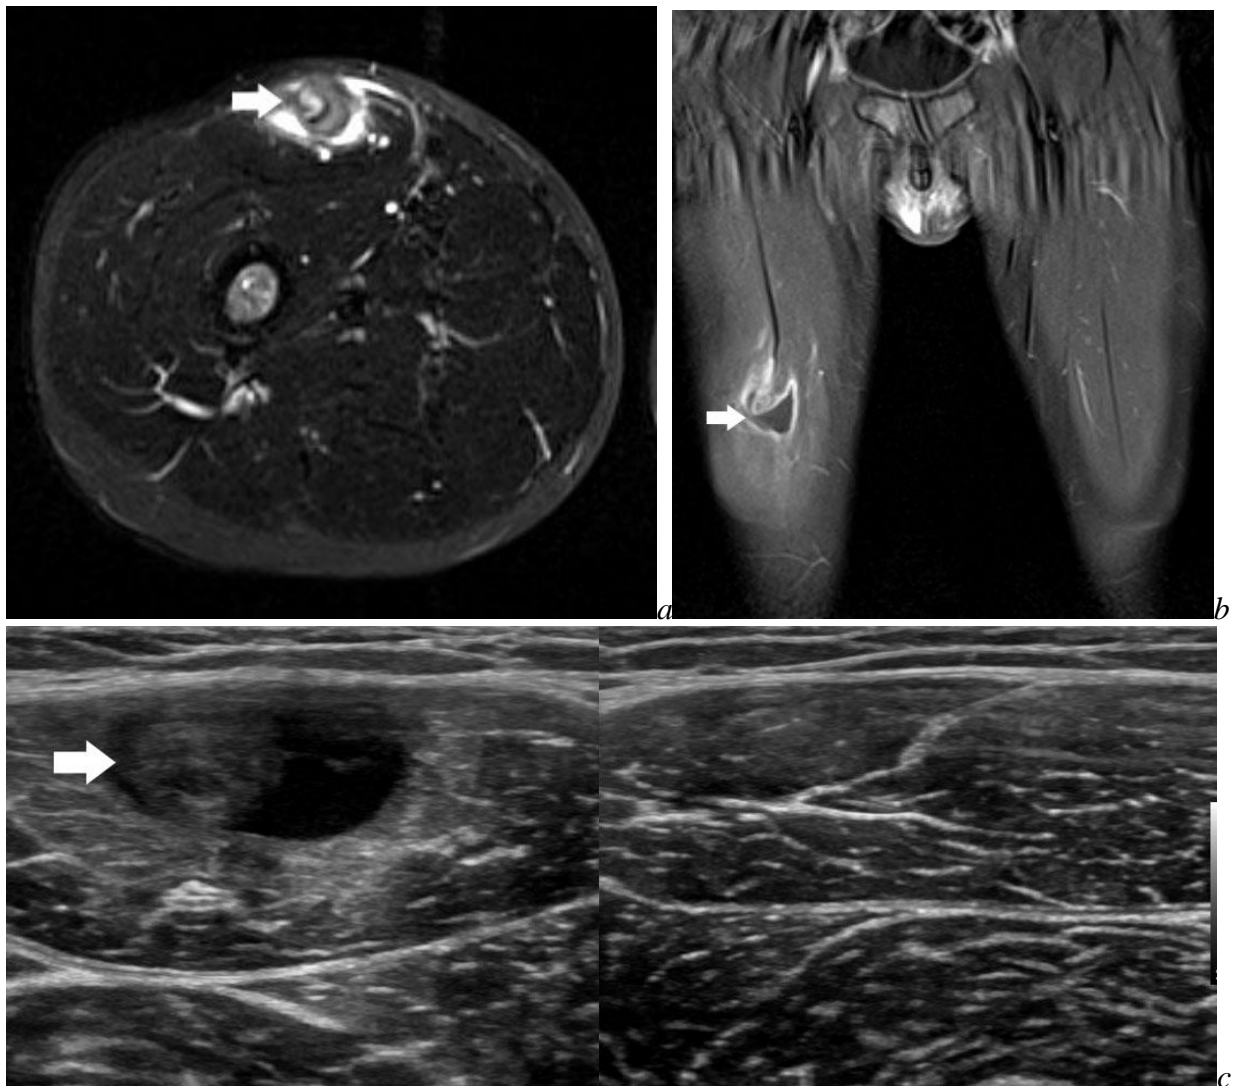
IRM en séquences axiale T2 FS (a) et coronale T1 (b) après injection de gadolinium et saturation du signal de la graisse, échographie comparative en coupe axiale (c).
